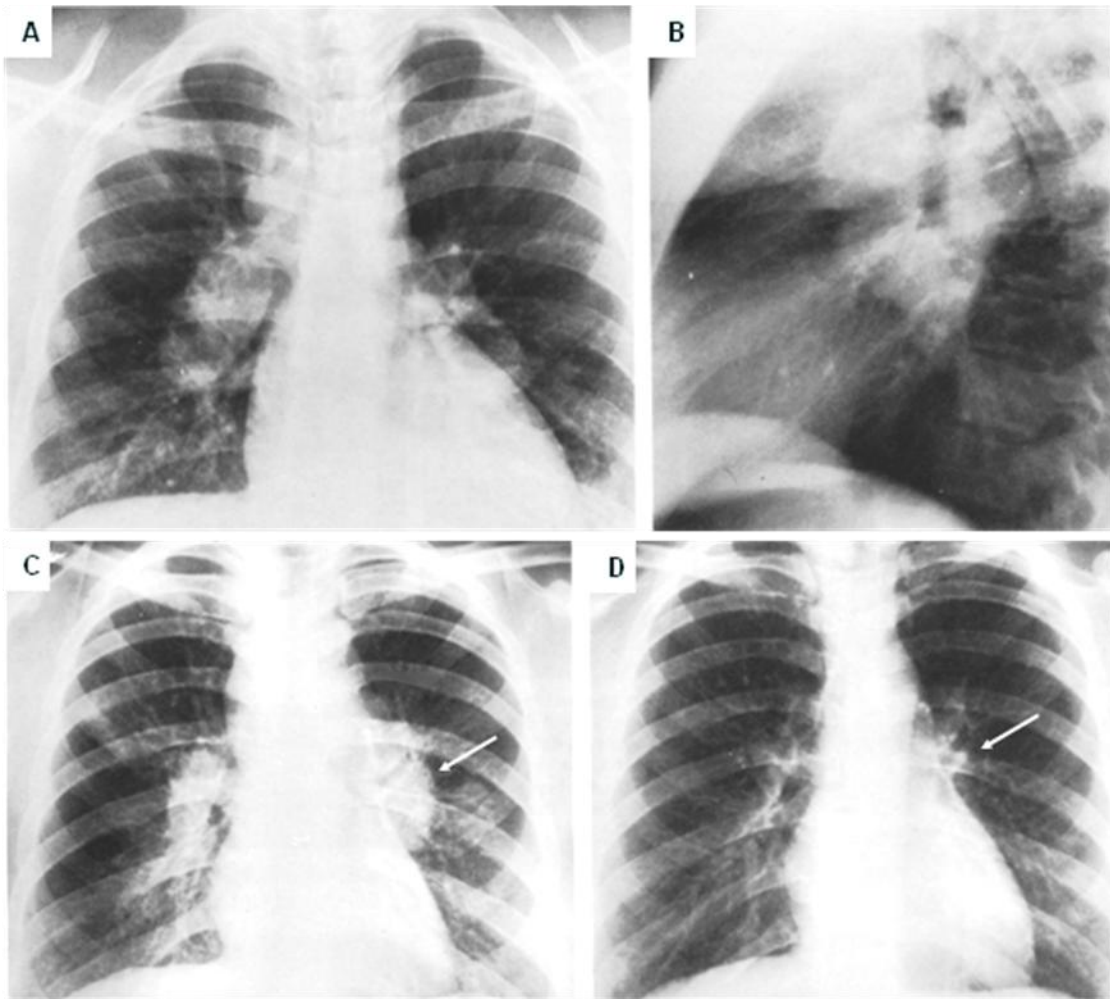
104. A. Radiografía frontal de tórax y (B) lateral de un paciente con sarcoidosis, hay crecimientos ganglionares paratraqueales derechos e hiliares de lado izquierdo y derecho. C. Otro paciente con sarcoidosis, hay crecimientos ganglionares paratraqueales izquierdos que hacen silueta con la aorta transversa (flecha). D. Radiografía del mismo paciente dos años después, los ganglios han disminuido de tamaño y la aorta transversa es normal (flecha).
